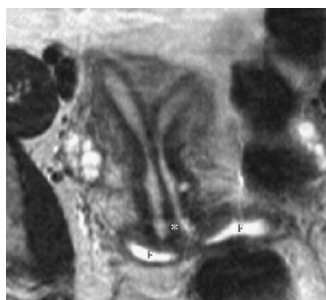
IRM Útero Septado
